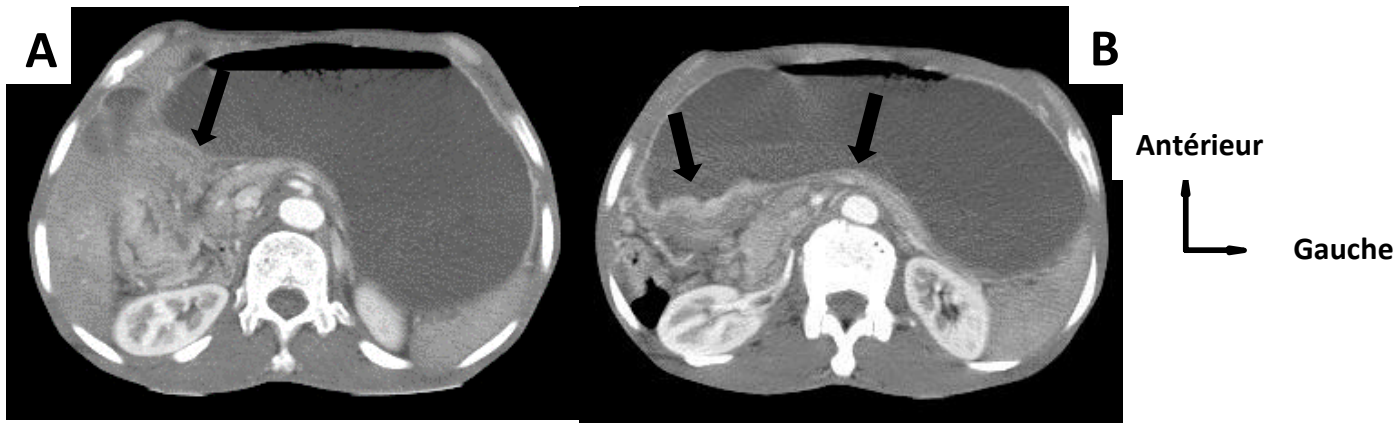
Figure (A, B) 18 : TDM de Mrs DEMBELE, 64 ans en coupe axiale objectivant un épaissement irrégulier circonférentiel au niveau antro-pylorique (figure A et B flèche noire rehaussé après injection de PDC) en rapport avec sa tumeur gastrique réalisée à la clinique ‘Les
